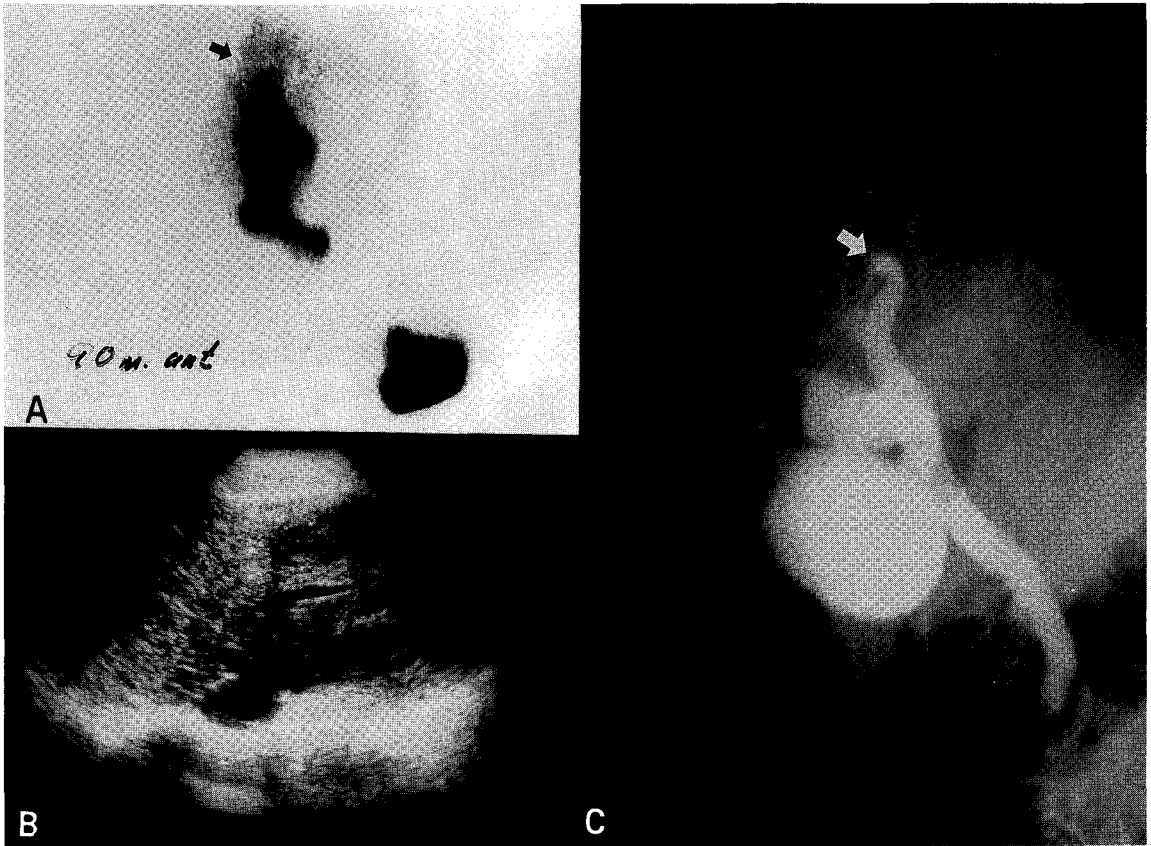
Segmental parenchymal excretion delay due to hepatocellular carcinoma. Tc-99m DISIDA scan (Fig. 2A) in a patient with recurrent abdominal pain showed the segmental parenchymal excretion delay on the medial segment of left lobe. Ultrasonography (Fig. 2B) was normal. ERC (Fig. 2C) showed suspicious intrahepatic duct obstruction. After 18 months, liver US and CT revealed the solid mass on the medial segment of left lobe. The pathologic diagnosis was the hepatocellular carcinoma which infiltrates the bile duct.
